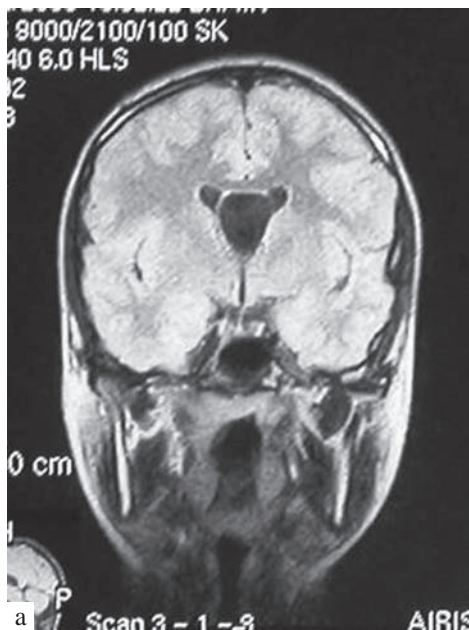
МРТ больного С., 6 лет: коронарная проекция полости межжелудочковой перегородки (а); интраоперационное фото (б) — полость бокового желудочка «заполнена» выстоящим листком межжелудочковой перегородки (А)
